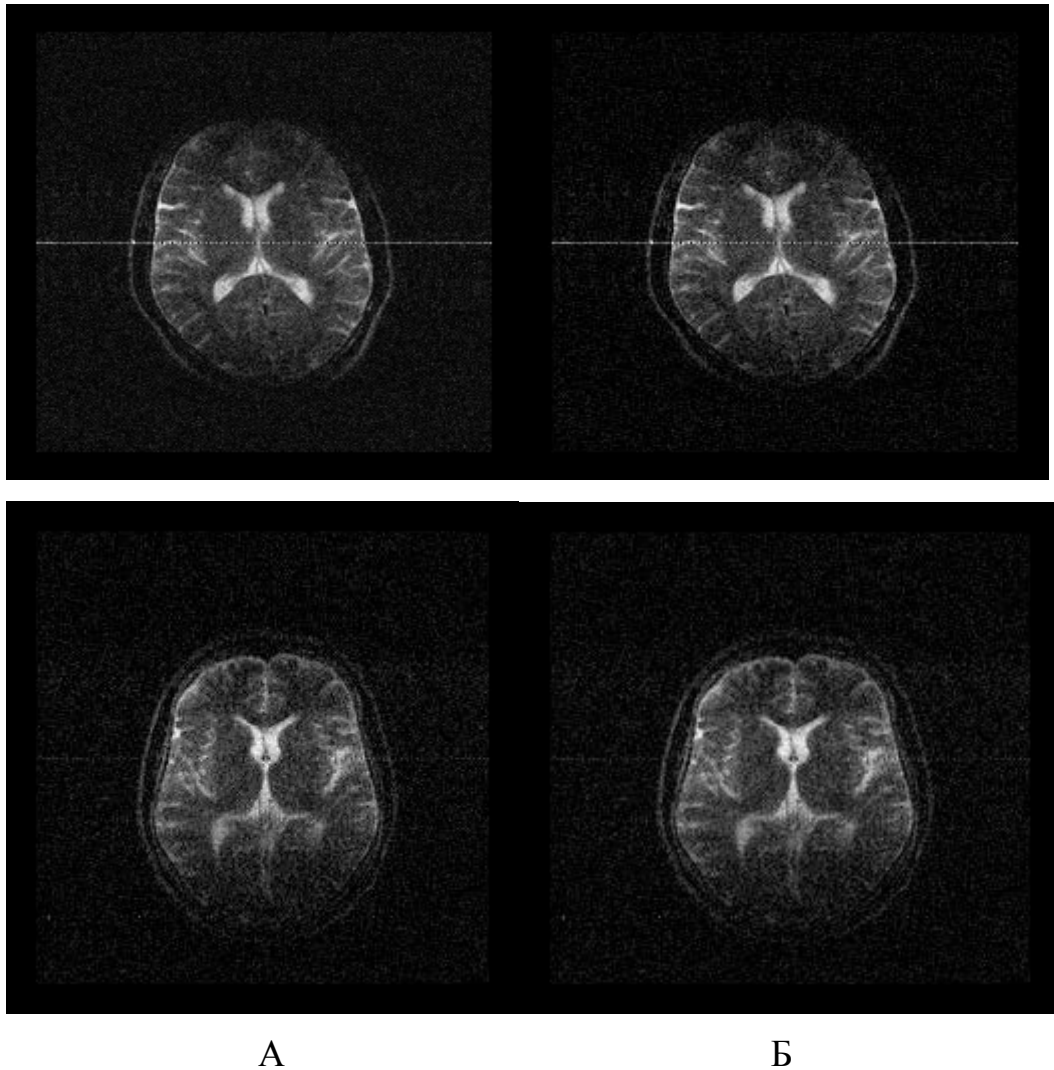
МРТ головного мозга больного Х-ва, 39 лет, в динамике: А – в докризовом периоде; Б – на «пике» ликвородинамического криза
